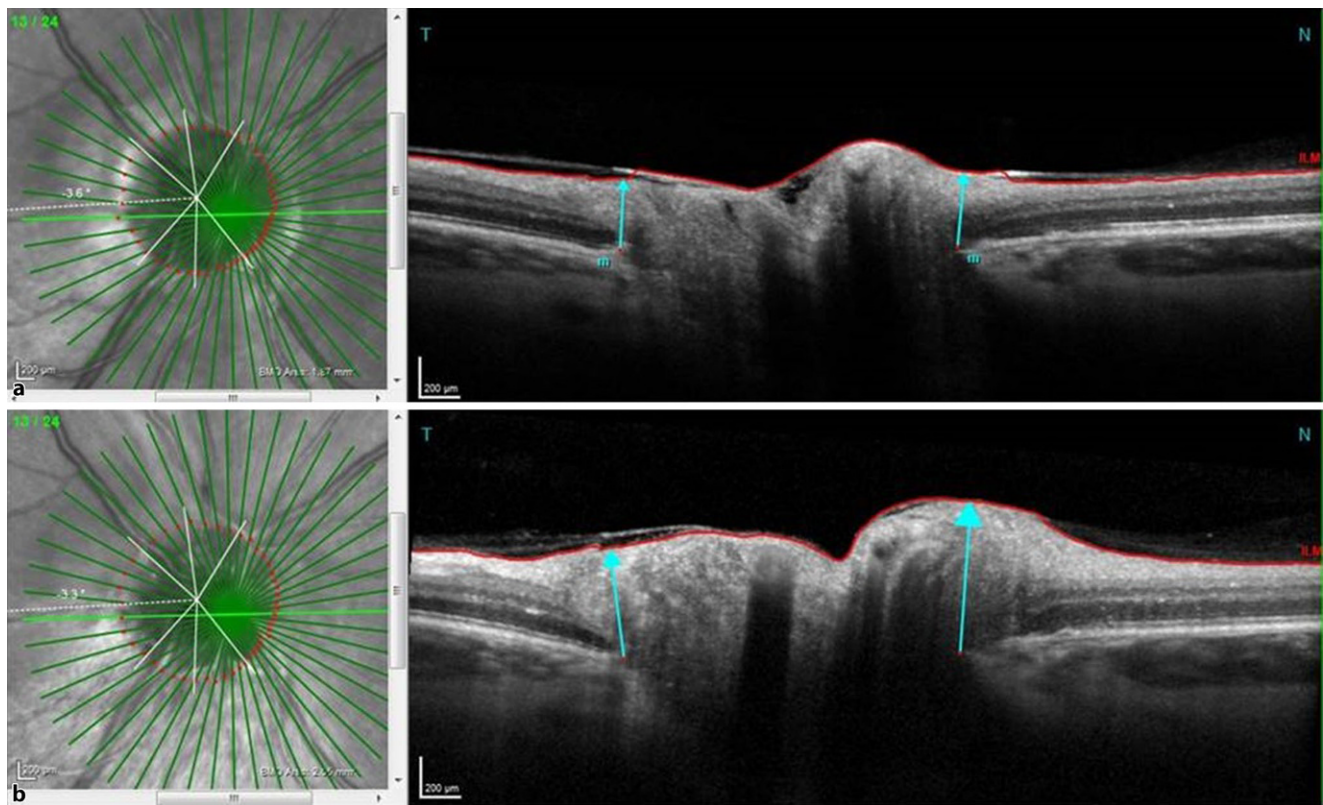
▲ Zunahme der retinalen Nervenfaserschichtdicke (RNFL) in einem OCT(optische Kohärenztomographie)-Scan. So kann sich die Zunahme der RNFL am Sehnervenkopf vor (a) und nach (b) längeren Allaufenthalten darstellen. Grüne prominente Linie: Lokalisation des OCT-Scans auf der rechten Bildhälfte; blauer Pfeil: RNFL; rote Linie: ILM (Membrana limitans interna). Hierbei handelt es sich um repräsentative OCT-Scans eines Patienten mit Papillenödem
